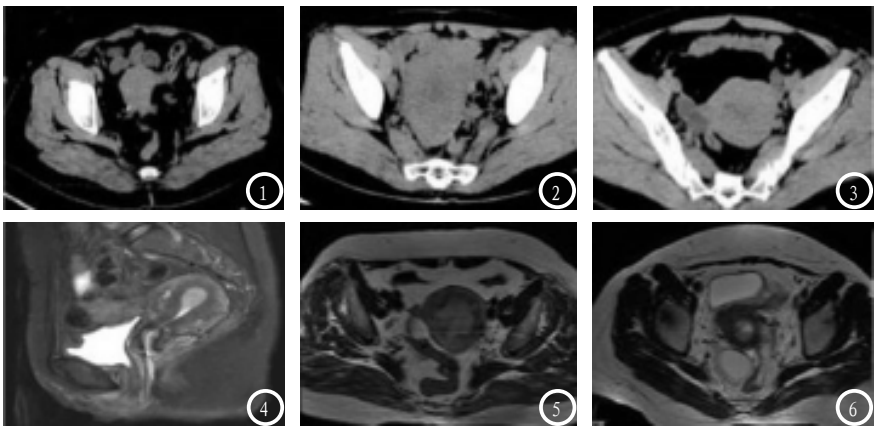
MSCT检查图像。图4-6 MRI检查图像。
